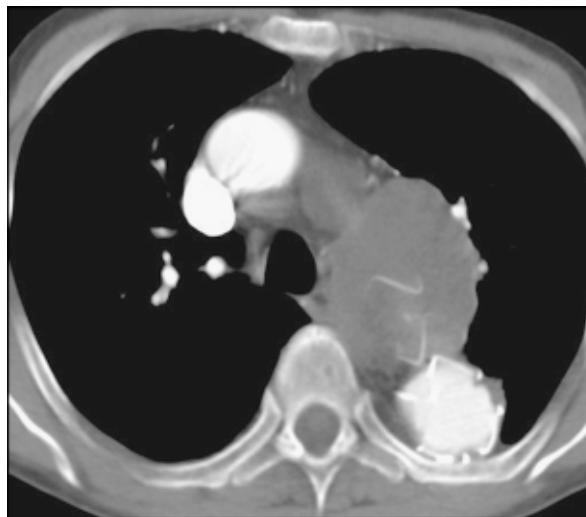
CT TAA 5 Jahre nach Stentimplantation, deutliche Größenabnahme des thorakalen Aneurysmas
